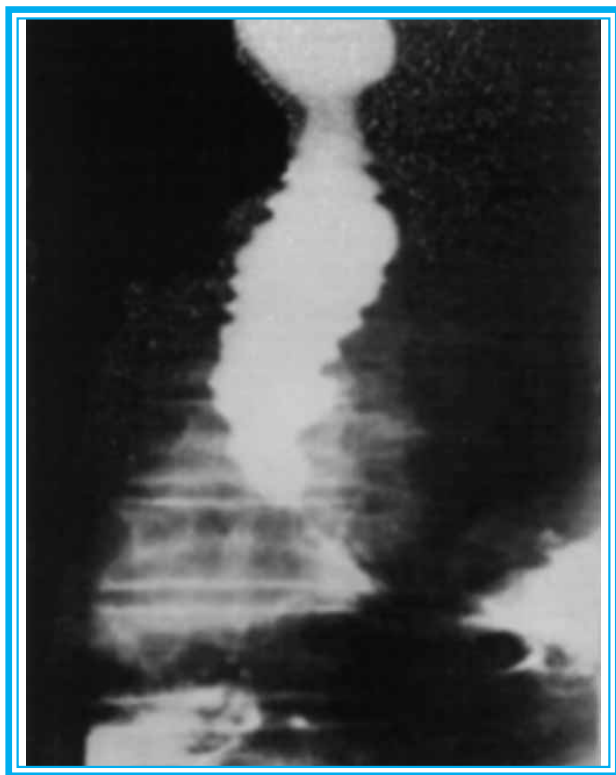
Рентгенограмма больного с первичным диффузным эзофагоспазмом
